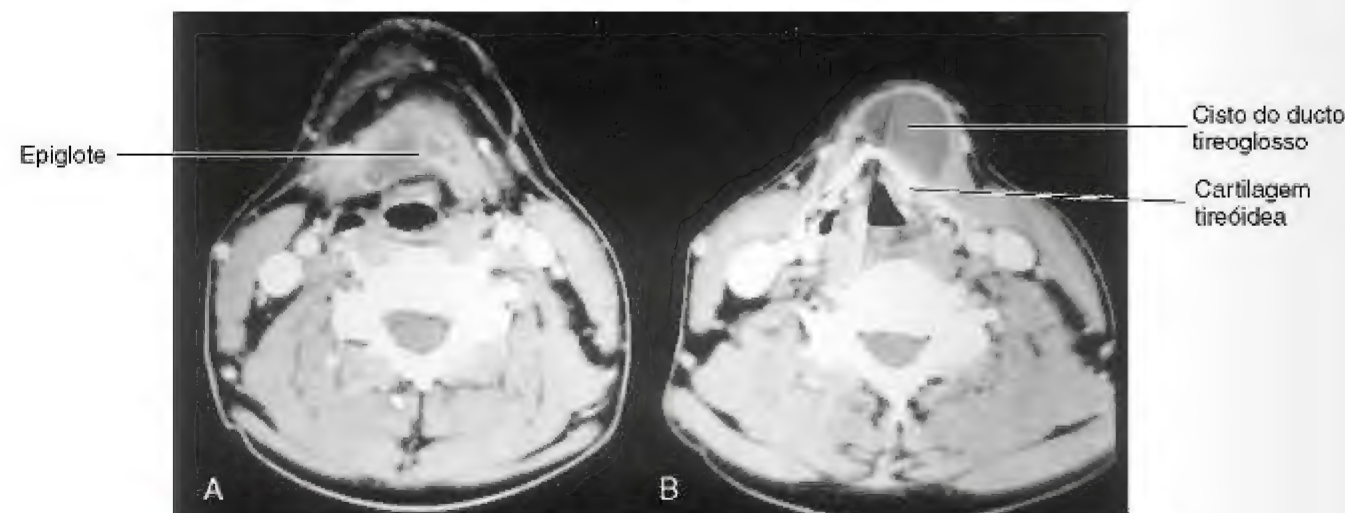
Exames de tomografia computadorizada. A, Nível da membrana tireo-hióidea e a base da epiglote. B, Nível da cartilagem tireóidea, que é calcificada. O cisto do ducto tireoglosso estende-se cranialmente à margem do osso hioide. (Cortesia do Dr. Gerald S. Smyser, Altru Health System, Grand Forks, ND).
